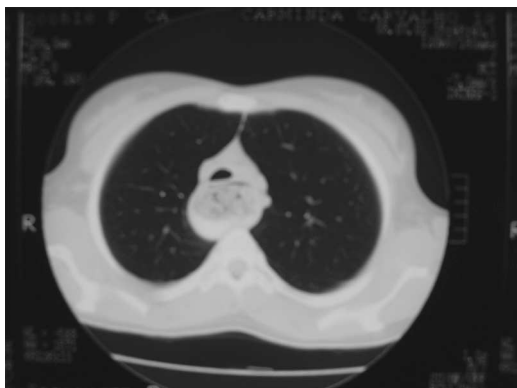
TAC torácico: distensão difusa do esôfago, contendo no lúmen resíduo alimentar, com efeito compressivo do esôfago sobre a traqueia
